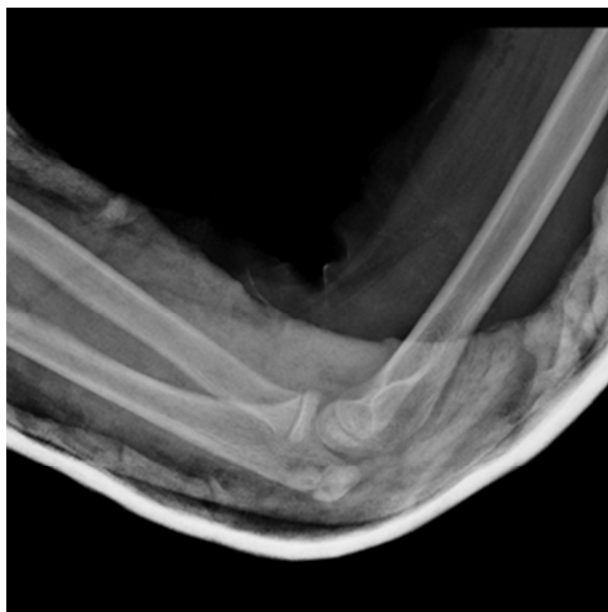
Radiografía lateral tras la reducción cerrada en el quirófano de urgencias
